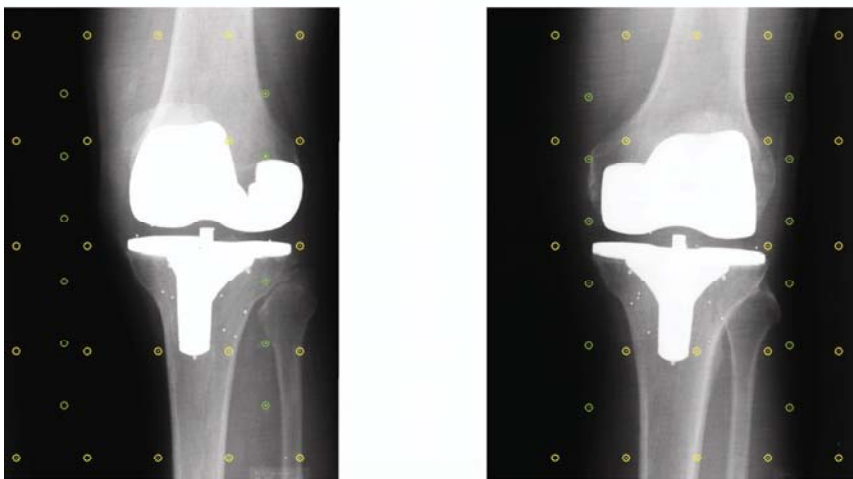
Erfassung der Messmarker-Matrix der Kalibrierbox. Das Kalibrierraster für Fiducial- (gelbe Kreise) und Control-Marker (grüne Kreise) wird über die im RSA-Röntgenbildpaar ersichtlichen Messmarker der Kalibrierbox gelegt. Nach Kontrolle der richtigen Markerzuweisung und der Kalibrierparameter (Translation Error < 0,2 mm, Focus Error < 1,0 mm) kann mit dem vorliegenden Bildmaterial weitergearbeitet werden.
